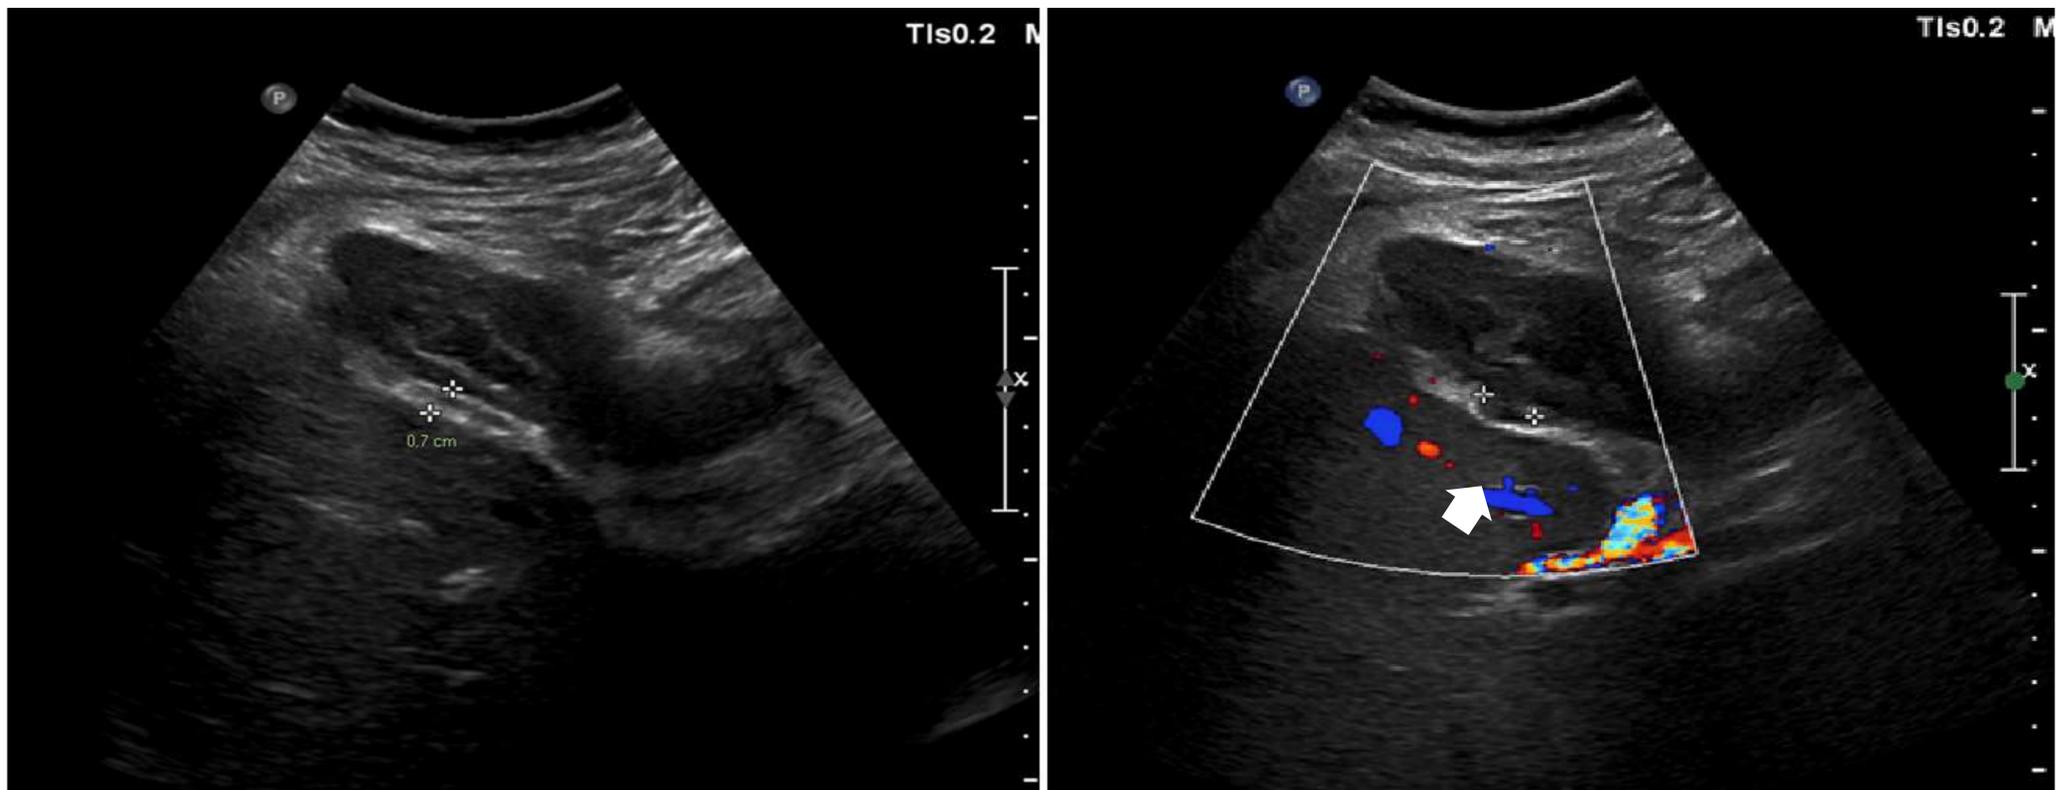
Ecografía realizada en paciente de 50 años con episodios de colecistitis aguda recurrente tratados con colecistostomía, observándose una vesícula de paredes engrosadas y contenido intraluminal heterogéneo (izquierda) con al menos una colección dependiente de su pared (derecha, flecha).
